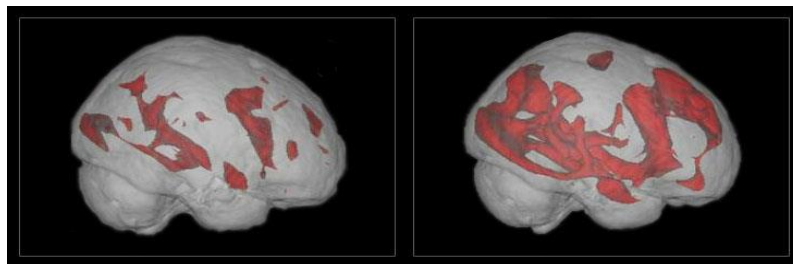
МРТ головного мозку під дією шуму (зліва) та музики (праворуч)
